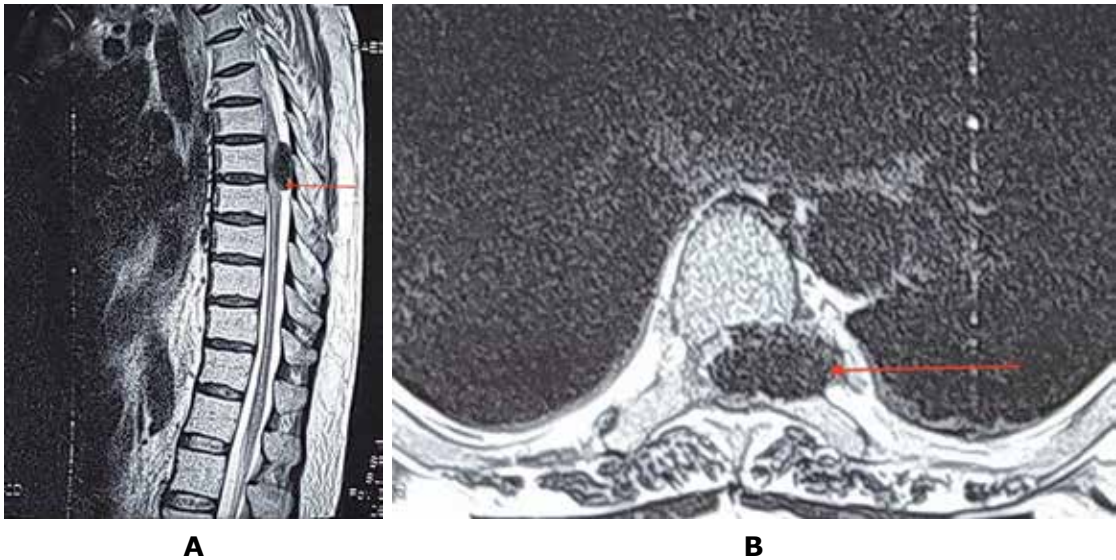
Sagittal T2-weighted MRI showing a hypointense lesion compressing the spinal cord at D4 level (red arrow)
